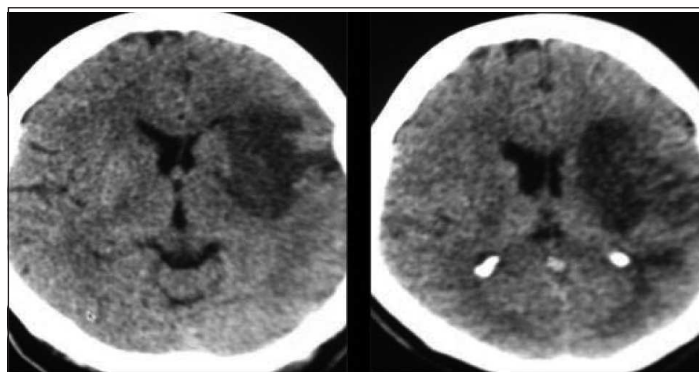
Caso 2. TAC cerebral
